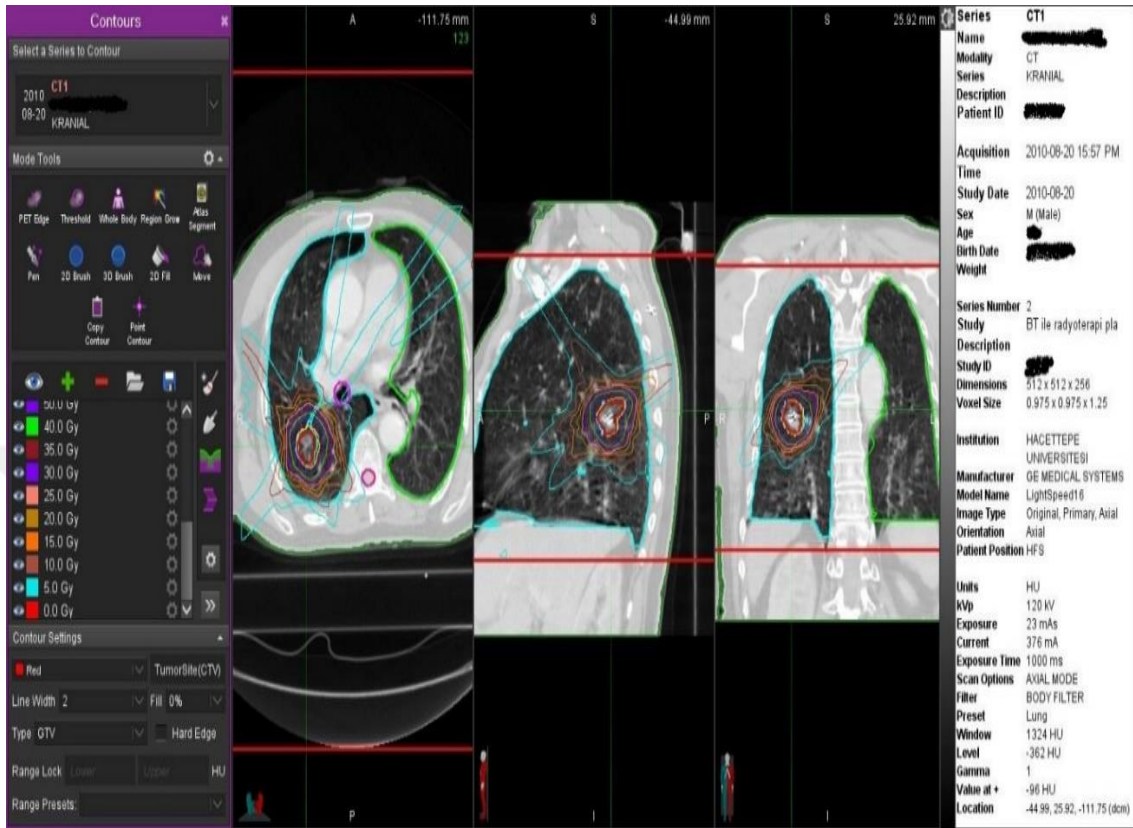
Kontrol BT' sine çizilen ROI1 ve ROI2 yapıları örneği 2.
